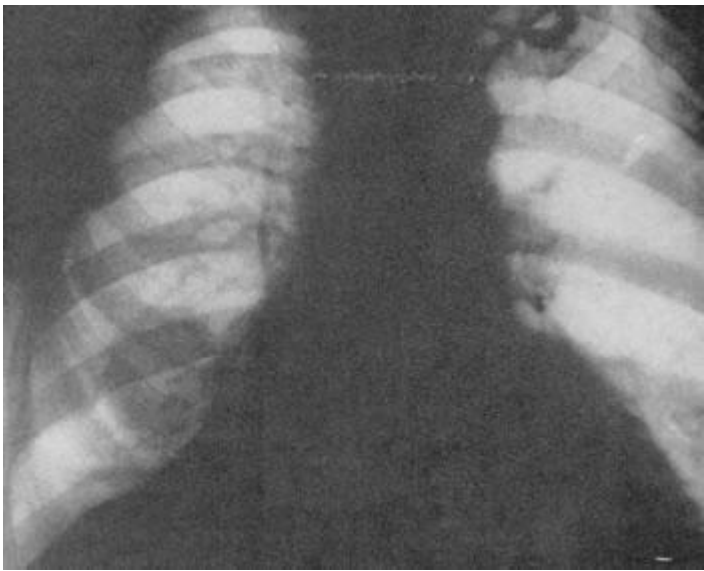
Рентгенограмма грудной клетки мужчины 59 лет. Метастаз гипернефроидного рака почки в правое легкое.
